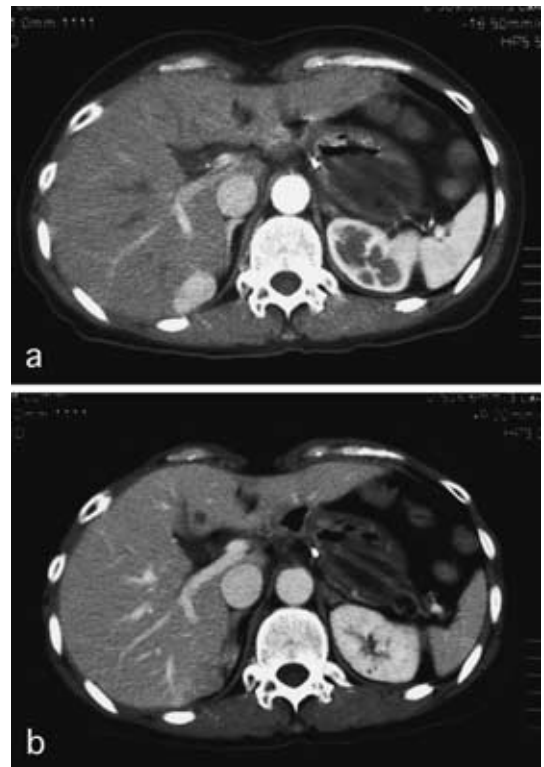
Abdominal CT on sixth day after RFA showed that complete ablation beyond the tumor was obtained.
